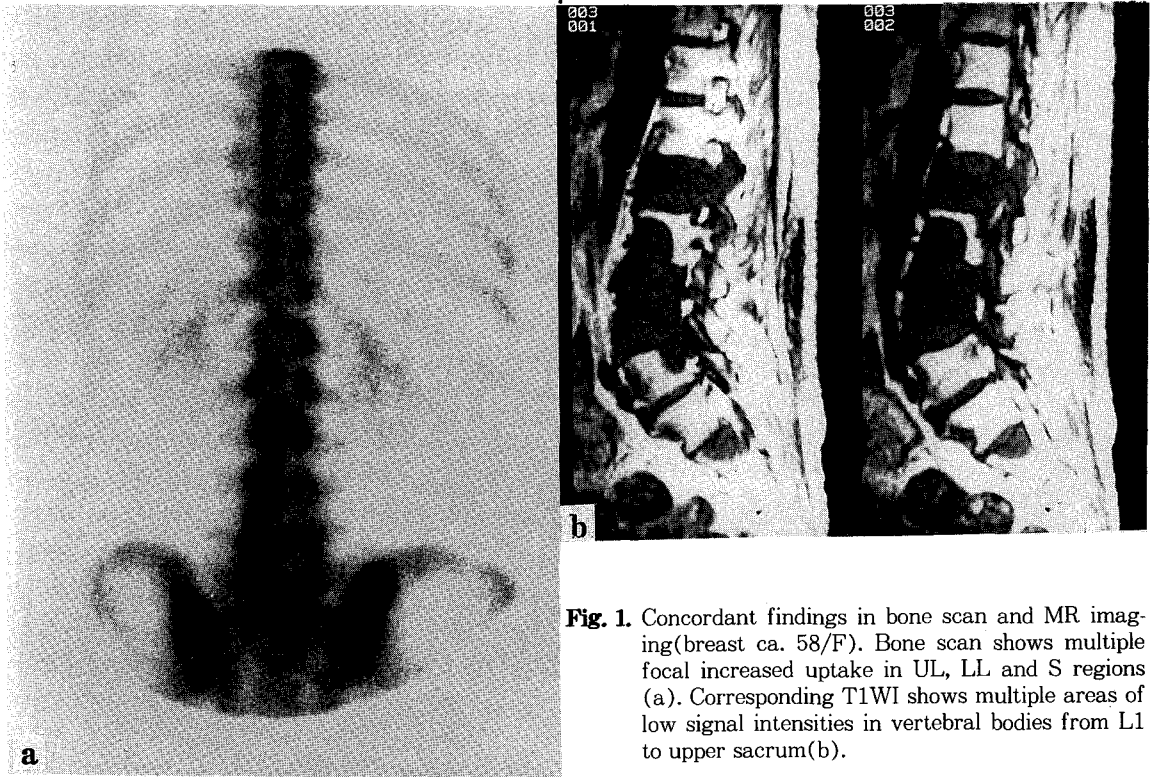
Concordant findings in bone scan and MR imaging(breast ca. 58/F). Bone scan shows multiple focal increased uptake in UL, LL and S regions (a). Corresponding T1WI shows multiple areas of low signal intensities in vertebral bodies from L1 to upper sacrum(b).
